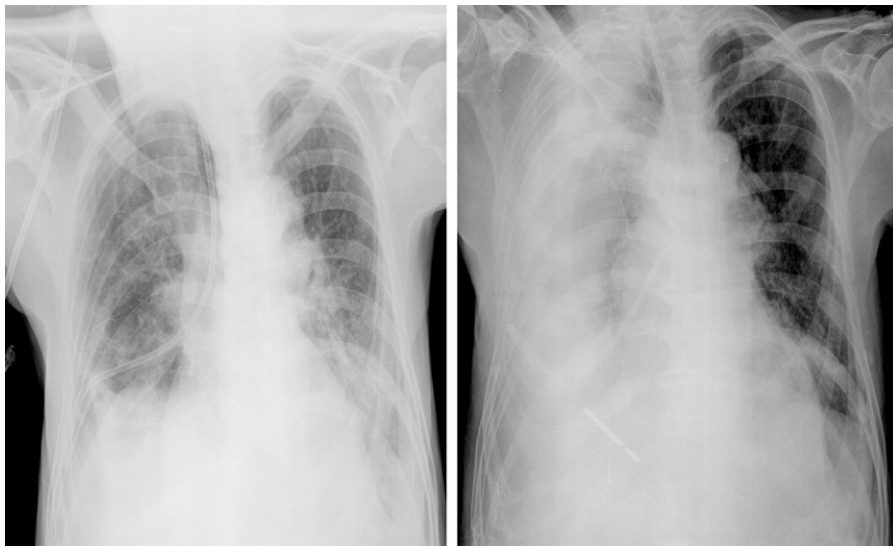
A) radiografía de tórax: sonda de nutrición en hemitorax derecho; B) radiografía de tórax tras introducción de alimentación enteral en parénquima pulmonar derecho.
